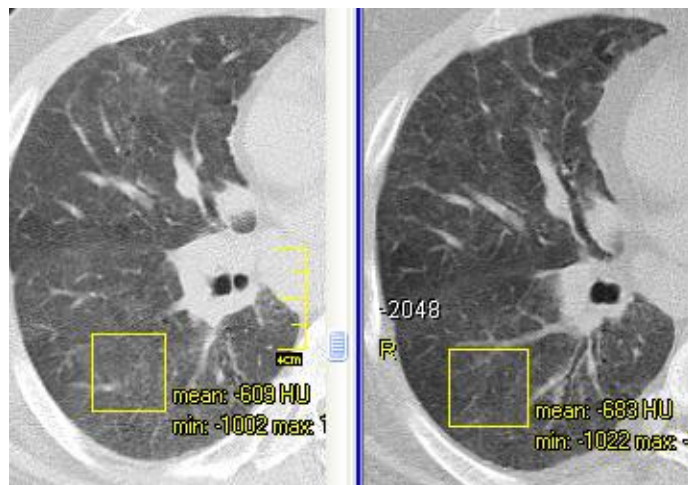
КТ хворого К., ліворуч – первинне обстеження: дифузне зниження прозорості паренхіми легень за типом «матового скла», щільність паренхіми: –609 HU; збільшення прикореневих лімфатичних вузлів; праворуч – через 12 міс. лікування: підвищення прозорості паренхіми, щільність паренхіми: –683 HU; регресія лімфаденопатії
